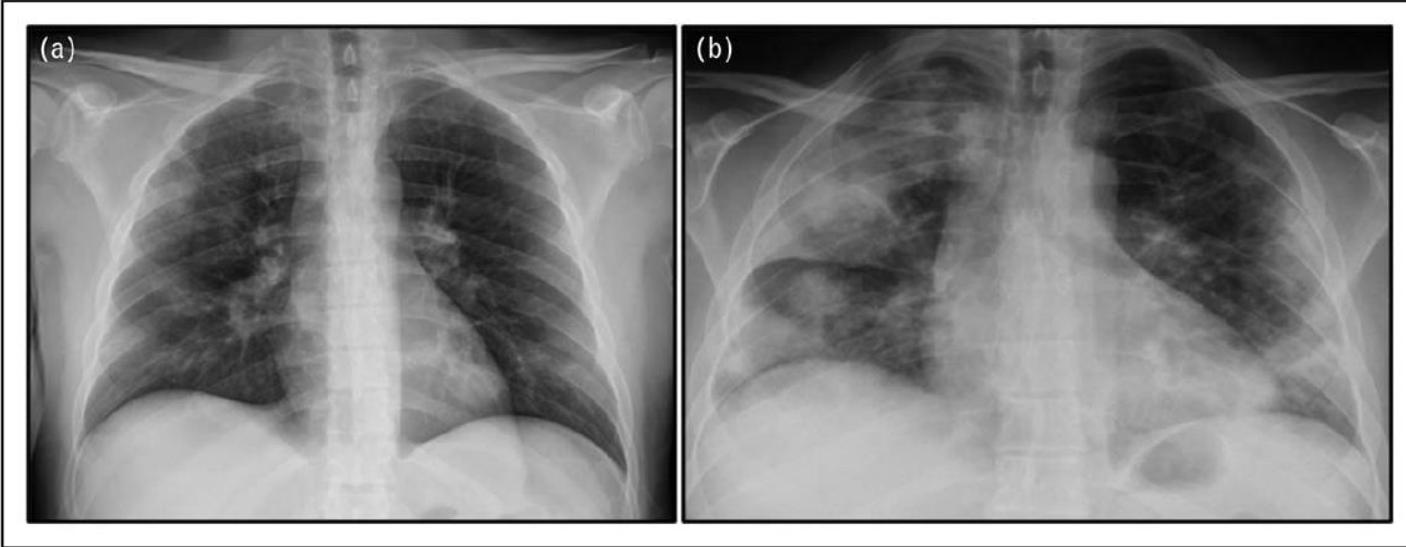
The evolution of chest radiography findings in a 40-year-old patient with coronavirus disease 2019. Bedside CXRs of a 40-year-old patient with COVID-19. (a) Baseline CXR showing bilateral GGOs with a peripheral predominant distribution in medium-lower lobes. (b) CXR at day 5 showing bilateral, multifocal consolidations, more evident in the right lung. CXR, chest radiography; GGOs, ground-gloss opacities.
